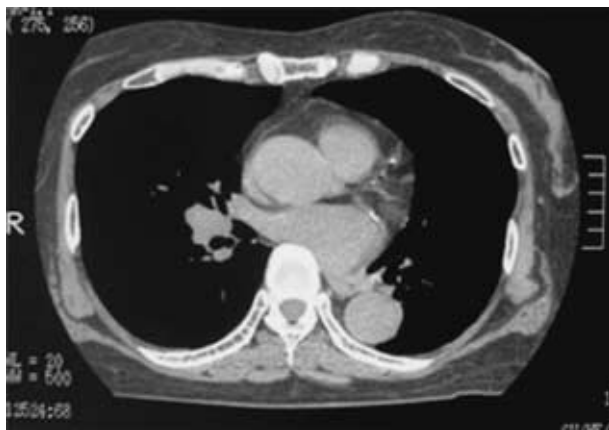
Chest CT in Case 1 shows a tumor 1.5 cm in diameter at the pulmonary hilum of the middle lobe, with no swelling of mediastinal lymph nodes.
